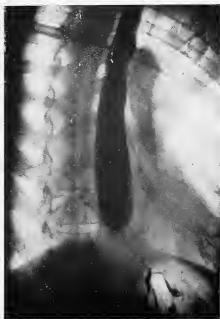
(Obs. III). — Radiographie préopératoire. Image de sténose œsophagienne étendue et très serrée.
